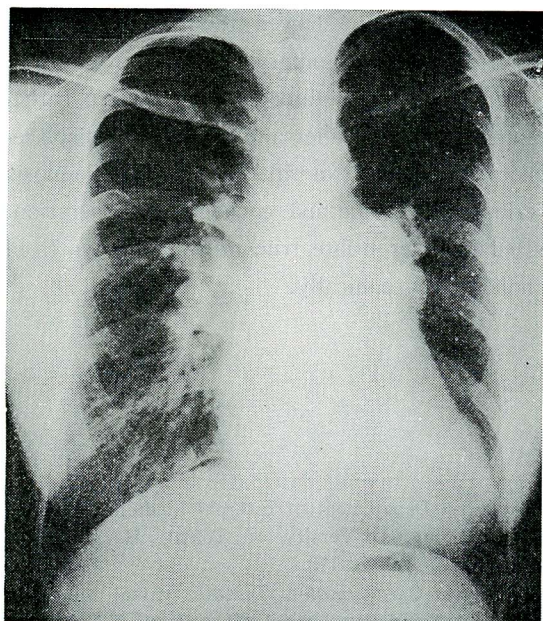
Preoperative chest roentgenogram
